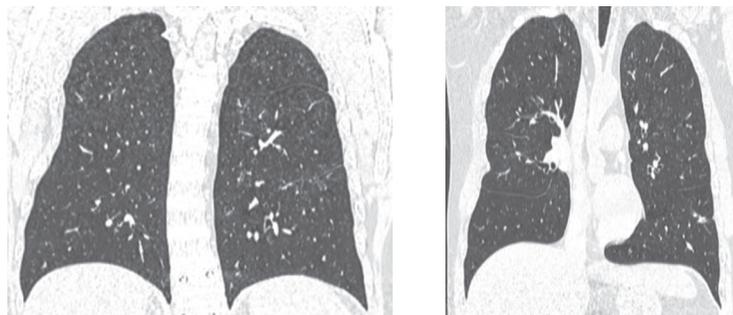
КТ органов грудной клетки от 16.06.2023 г. В динамике в обоих лёгких отмечается значительное уменьшение размеров и количества участков уплотнения легочной ткани по типу матового стекла и консолидации.
